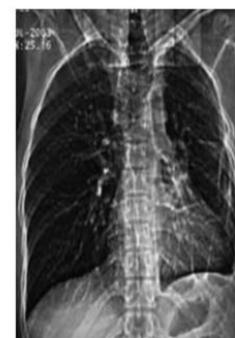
Radiographie du thorax numérisisée de face : élargissement de la darte trachéale et des deux bronches souches avec des opacités en bande de la base gauche.
